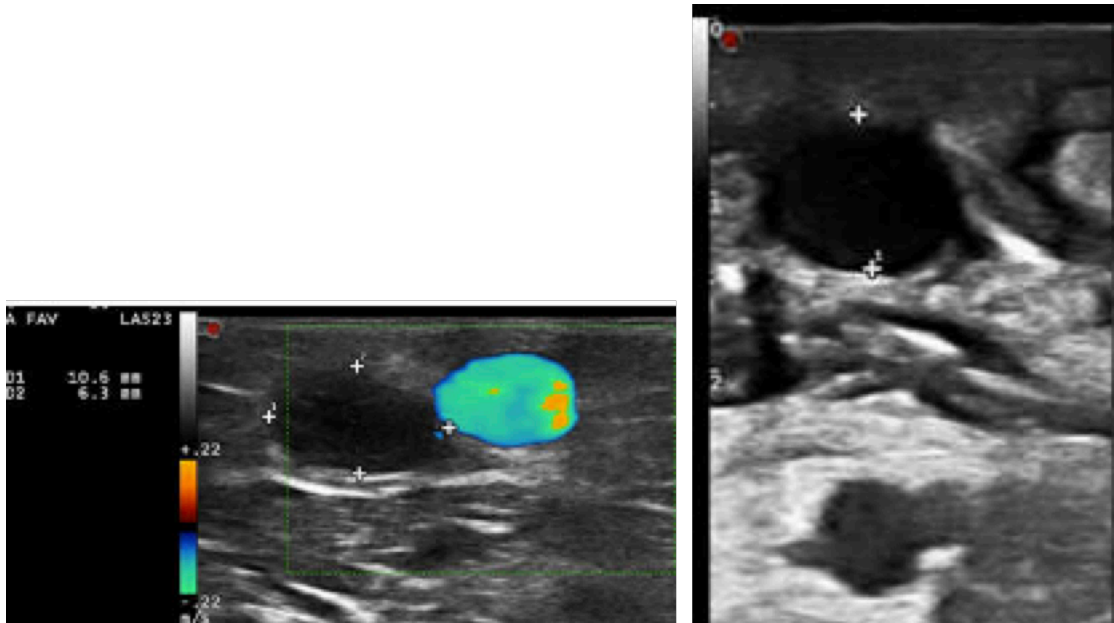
Écho-Doppler Mode B et couleur d'une FAV huméro-basilique montrant un hématome sous cutané avec œdème après superficialisation [50]
